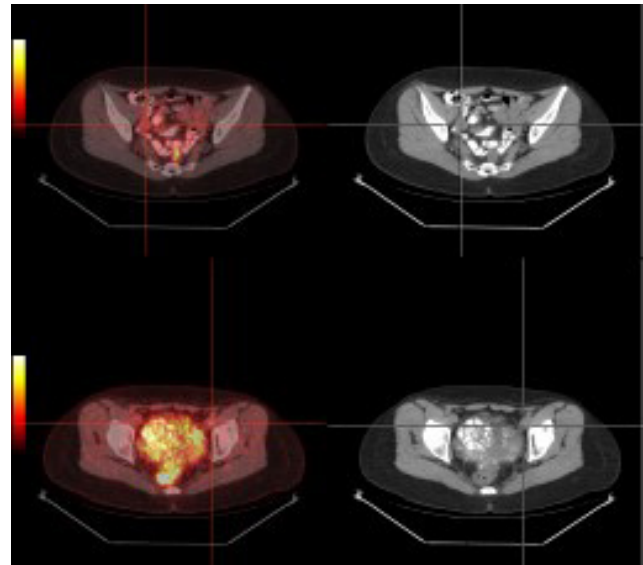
Imágenes con densidad de tejidos blandos discretamente hipermetabólicas en la PET, localizadas en territorio de iliaca externa derecha e izquierda.
